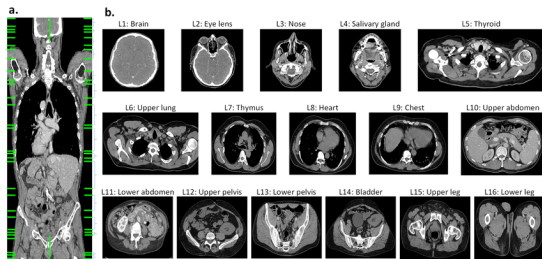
Llesques de TAC (14)
